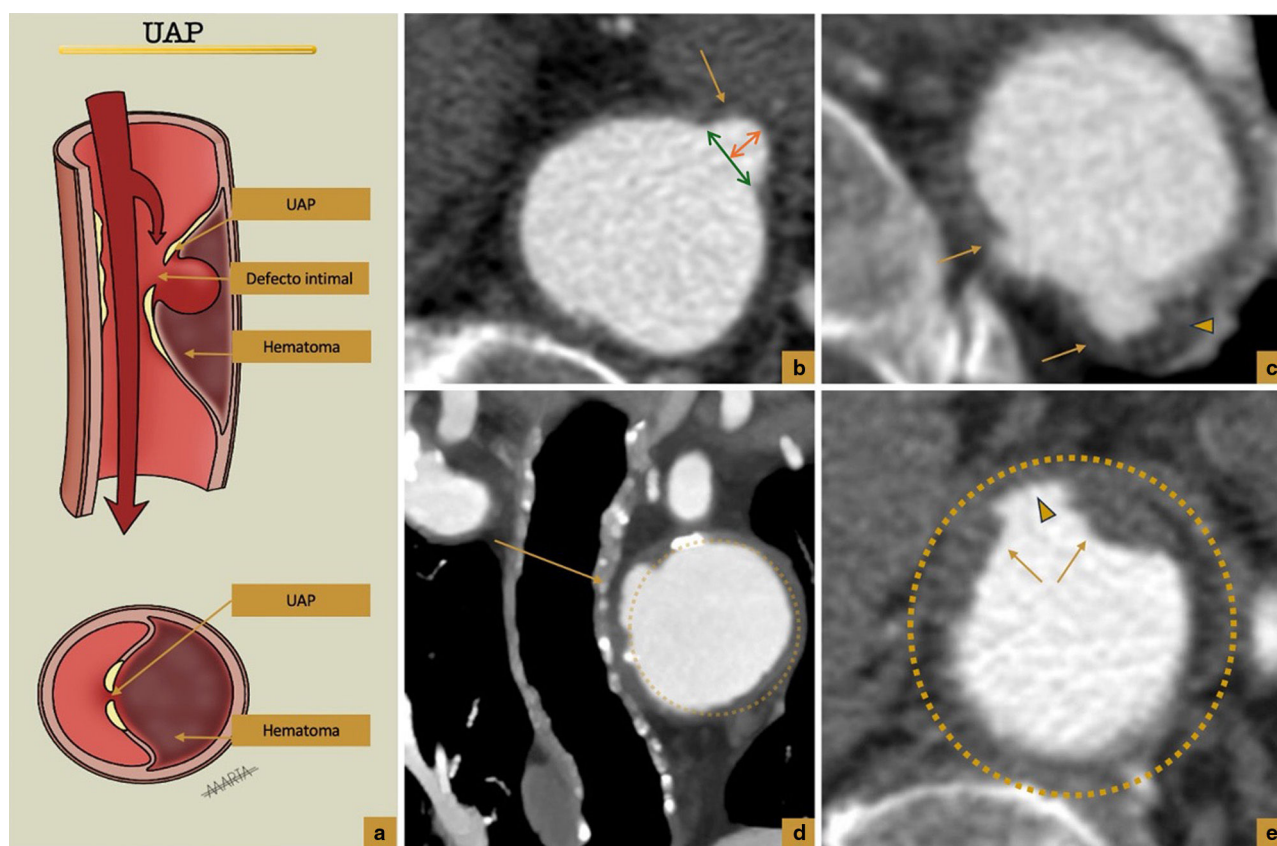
(a) Representación esquemática de la úlcera aórtica penetrante, siendo esta el resultado de una placa ulcerada que atraviesa la íntima y alcanza la capa elástica de la media, pudiendo acompañarse de un HIM. (b y c) TC con contraste, cortes axiales. Imagen de adición de contraste que se extiende más allá de la pared aórtica y deforma su contorno. Esa disrupción en la íntima favorece la asociación con pequeños hematomas en la pared (cabeza de flecha). (b) Ejemplo de medición del cuello (doble flecha verde) y espesor (doble flecha naranja) de una UAP (d) TC con contraste, corte coronal. Placa de ateroma en margen interno de arco aórtico con pérdida de esfericidad de la aorta y alteración del contorno (flecha) compatible con úlcera penetrante. (e) TC con contraste, corte axial. Placa de ateroma ulcerada. Placa de ateroma blanda con contornos irregulares y ulceración hasta la íntima (cabeza de flecha). A diferencia de las úlceras penetrantes, no altera el contorno aórtico.
